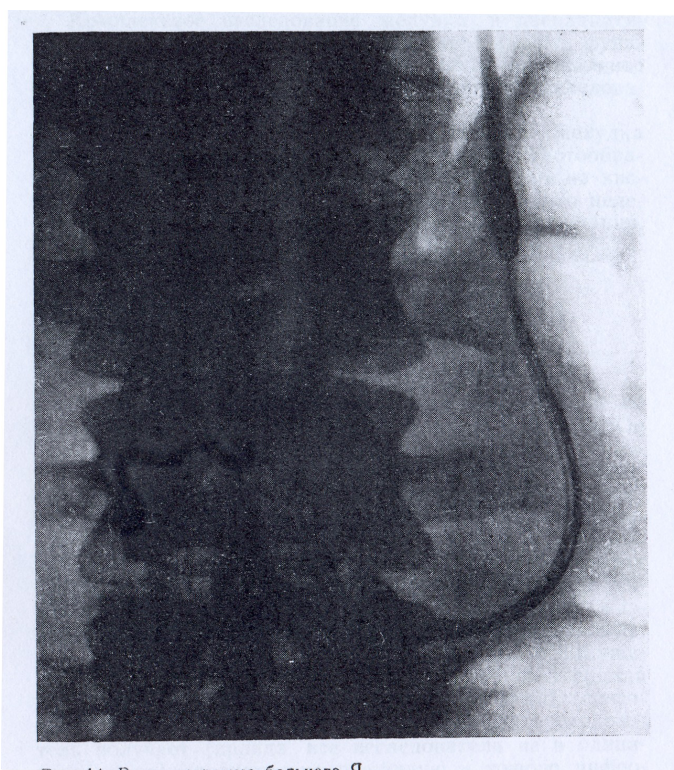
Рентгенограмма большого Я.
